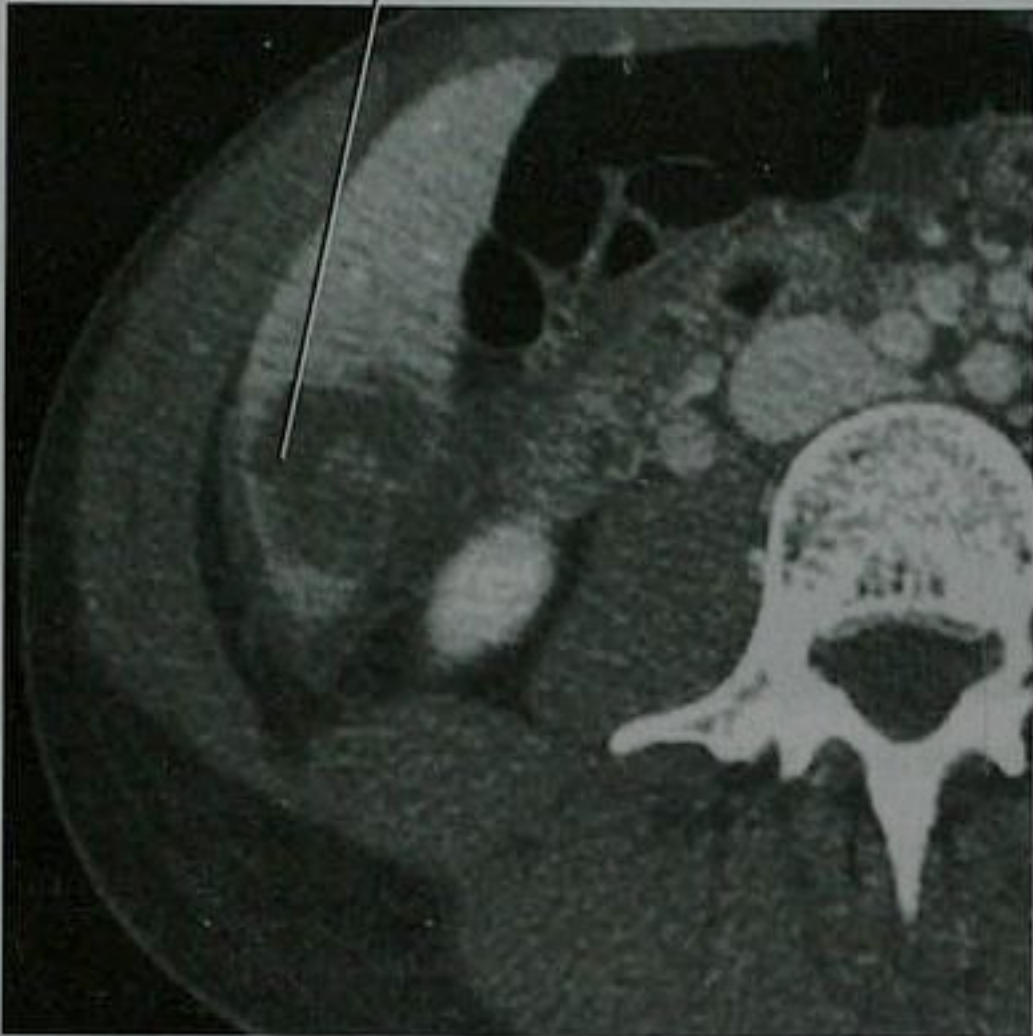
中年女性上皮样血管内皮瘤患者的肝脏门脉期 MRI 图像显示病灶靶样强化
